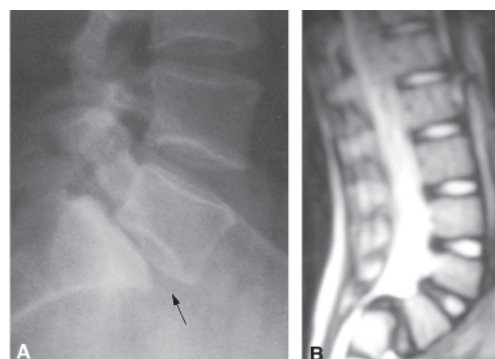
Espondilolistese. A. Radiografia em perfil da coluna lombar mostrando escorregamento de L5 sobre S1. B. Ressonância magnética mostrando compressão da cauda equina no escorregamento.
